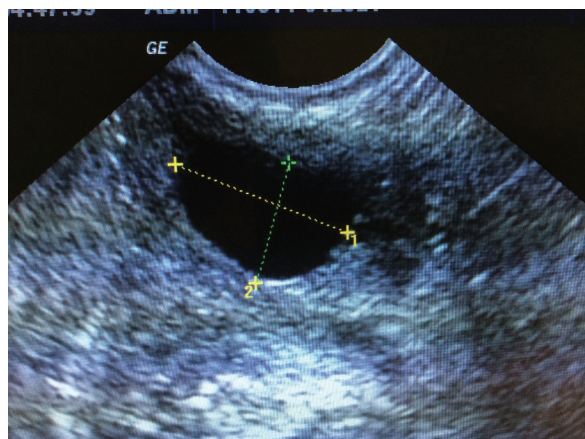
Ecografía transperineal.
